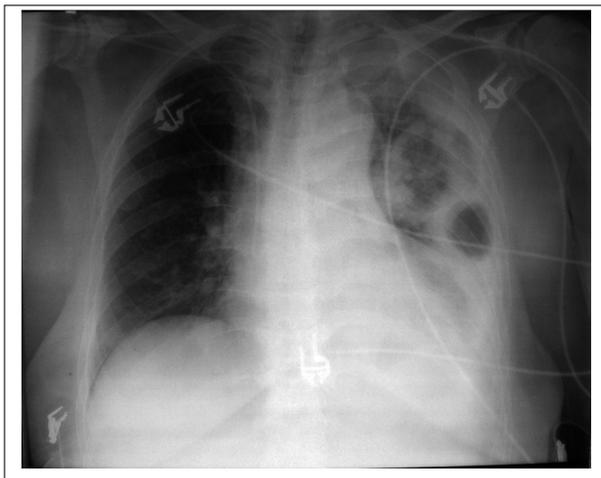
Фронтальная рентгенограмма органов грудной клетки мужчины 63 лет на 24-е сутки заболевания, 3-и сутки пребывания в РАО. Левосторонняя деструктивная пневмония. Абсцесс нижней доли левого легкого.
